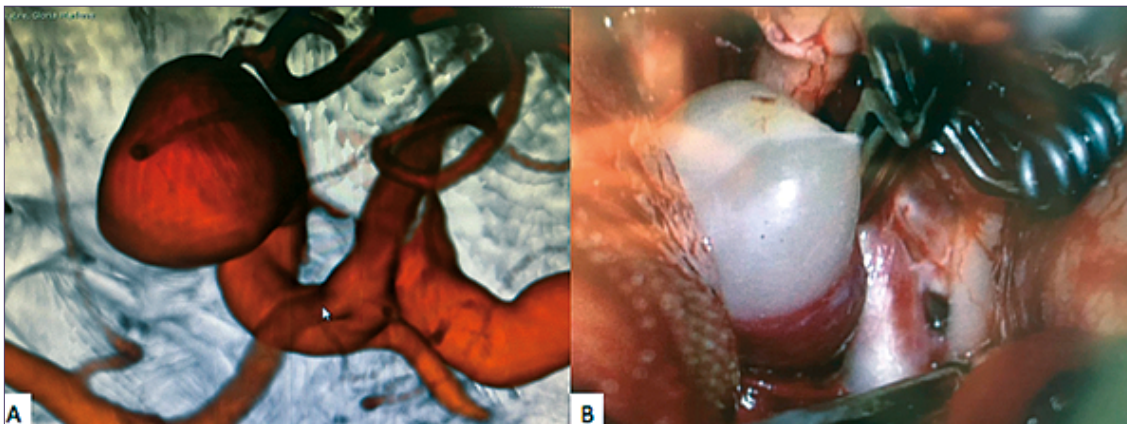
Right ophthalmic aneurysm treated by transorbital microsurgical approach (TOMS). A: Preoperative three-dimensional computed tomography angiography revealed a saccular aneurysm in the right ophthalmic artery; B: Intraoperative TOMS image with direct visualization of the aneurysm sac after selective clipping. A lateral closure clip was used without the need for frontal retraction or conventional craniotomy. The aneurysm was successfully excluded, preserving adjacent neurovascular structures.
